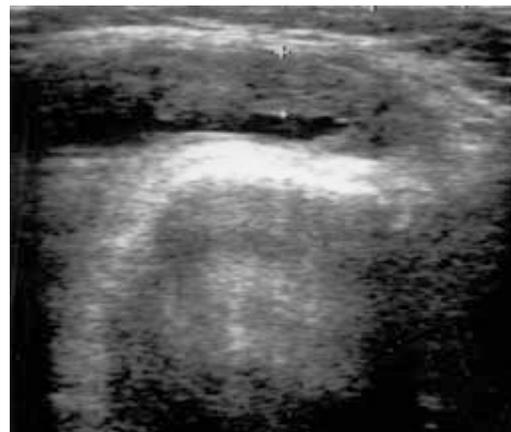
УЗИ коленного сустава перед введением МТ
